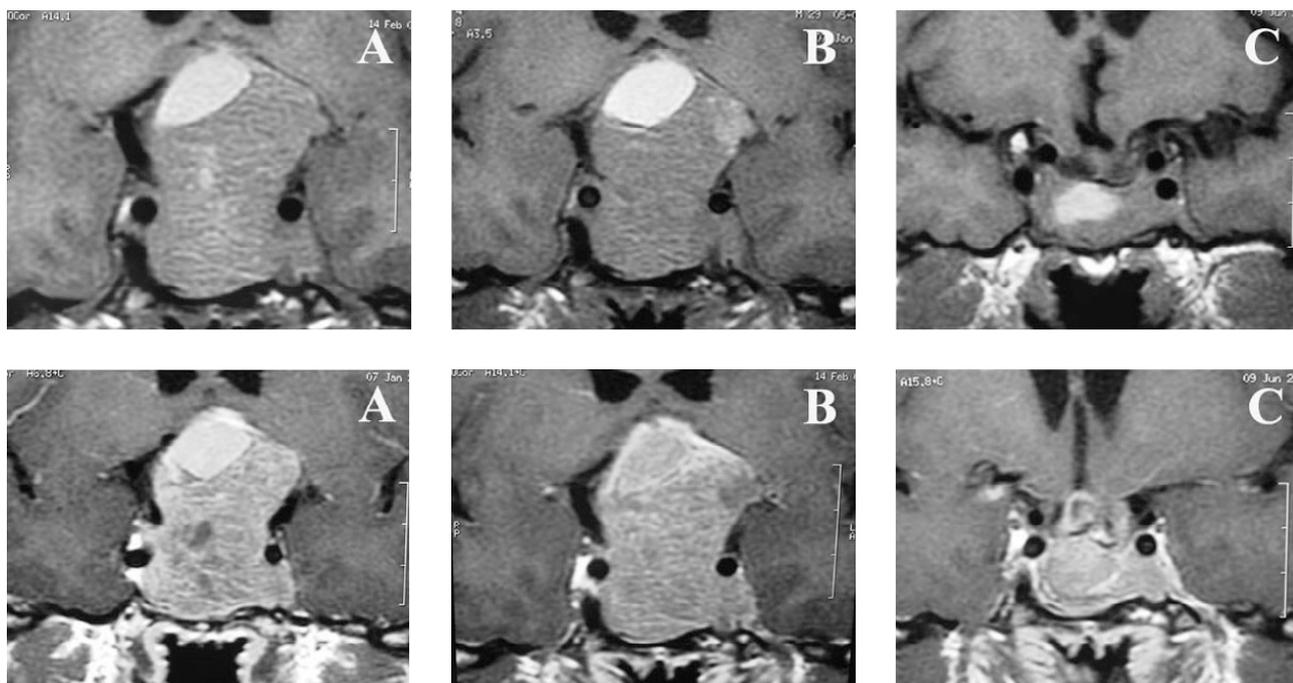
Ressonância magnética ponderada em T1, sem (imagens superiores) e com contraste (imagens inferiores) de paciente do sexo masculino de 29 anos, portador de macroprolactinoma, com perda visual progressiva há 2 anos, sem diagnóstico prévio.
